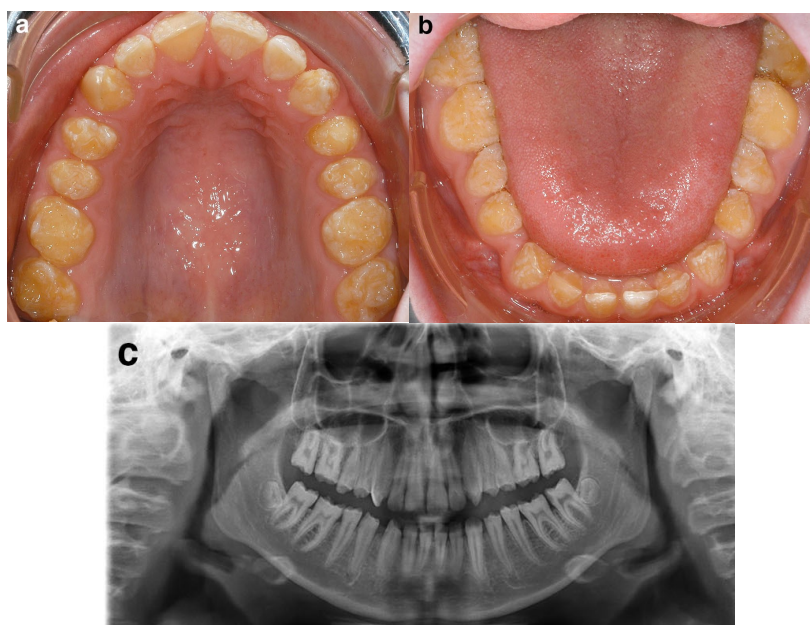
Amelogênese Imperfeita Hipoplásica. O esmalte hipoplásico apresenta-se uma superfície rugosa e cavitária irregular e em quantidade reduzida. (A) Arcada superior; (B) Arcada inferior; (C) Ortopantomografia em que se verifica a espessura reduzida da camada de esmalte dentário (Sabandal & Schäfer, 2016).
